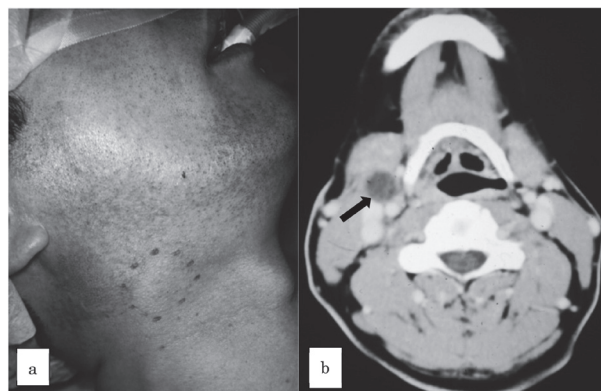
症例1，右上頸部の腫瘍所見（a）とCT所見（b）
